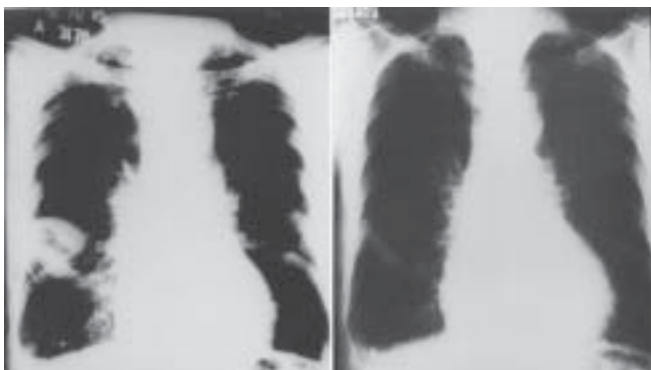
À esquerda, a radiografia de tórax mostra imagem em terço médio de hemitórax direito que simula nódulo pulmonar escavado. Após o tratamento da insuficiência cardíaca, nova radiografia de tórax (à direita) mostra o desaparecimento da lesão. Diagnóstico: insuficiência cardíaca – “tumor fantasma”.
